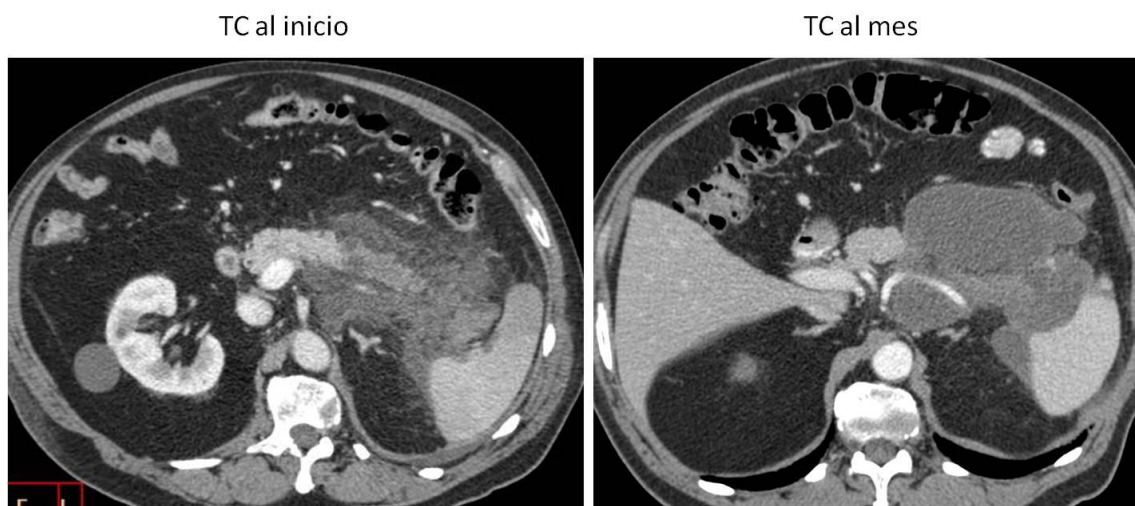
Izquierda) TC en las primeras 72 horas, en la que visualizamos abundante líquido alrededor del cuerpo y de la cola pancreática así como en fascia renal anterior. Derecha) TC de control al mes: colecciones bien delimitadas en cuerpo y cola pancreática que corresponden a pseudoquistes.
